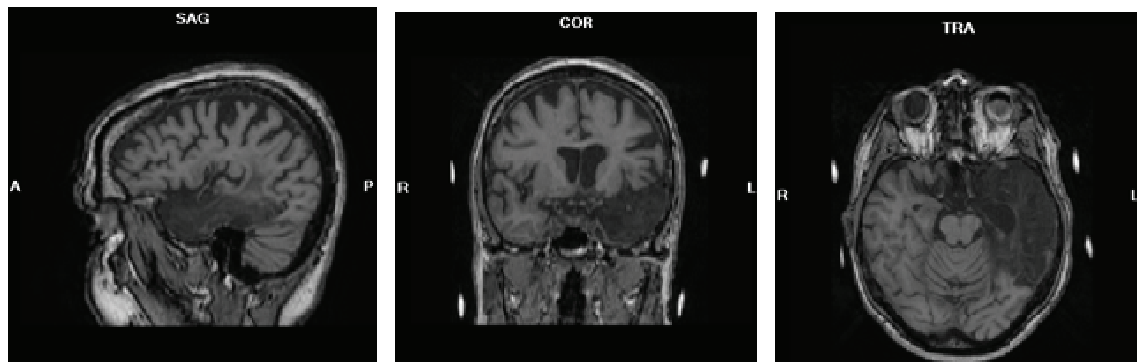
MRI of DL in July 2006 [sagittal, coronal, and transversal views].
